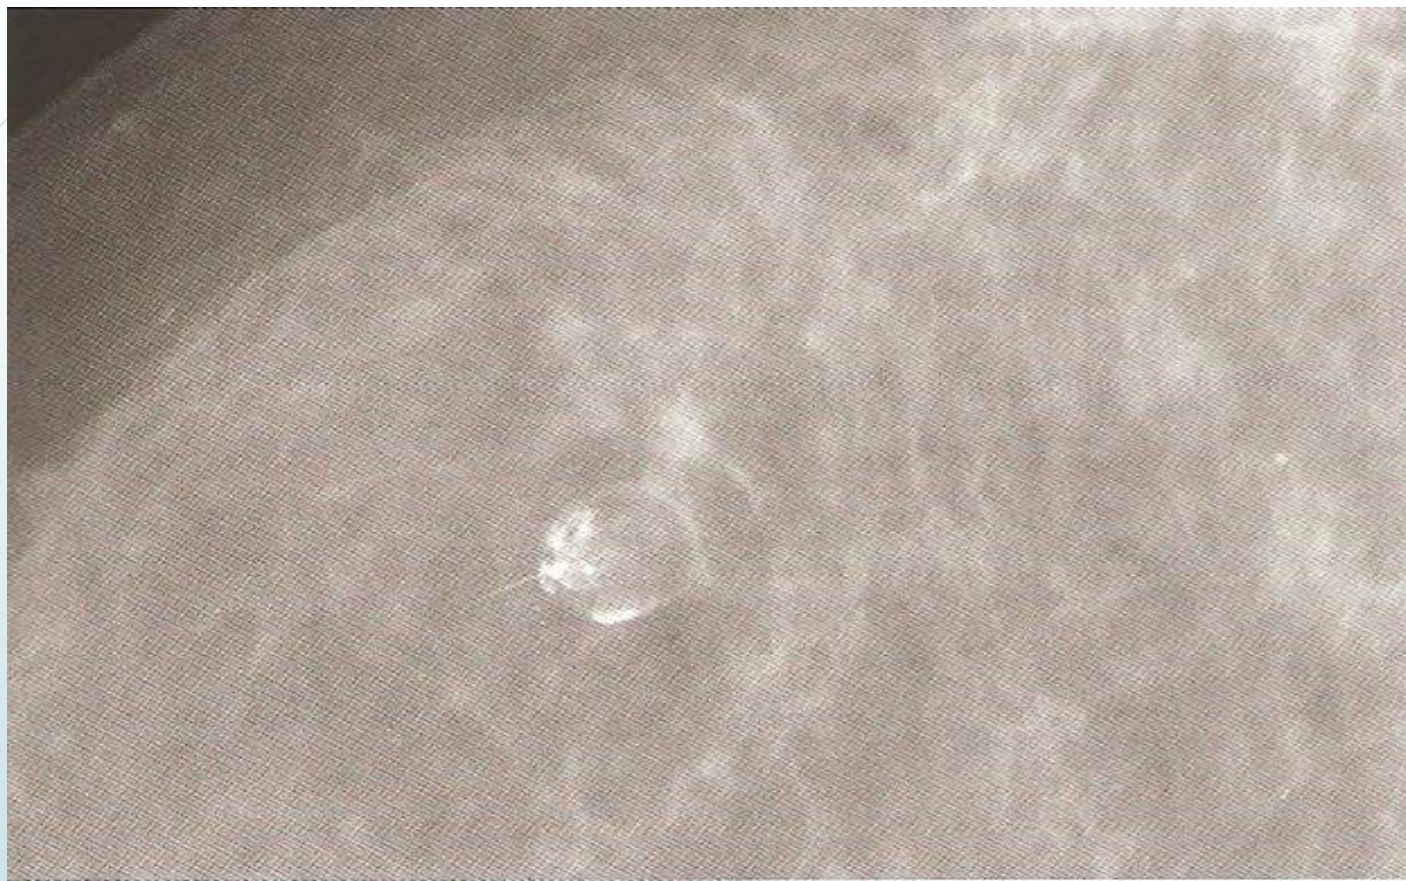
Фрагмент рентгенограммы молочной железы: определяется округлое образование жировой плотности с четким контуром и частично обызвествленной капсулой.
